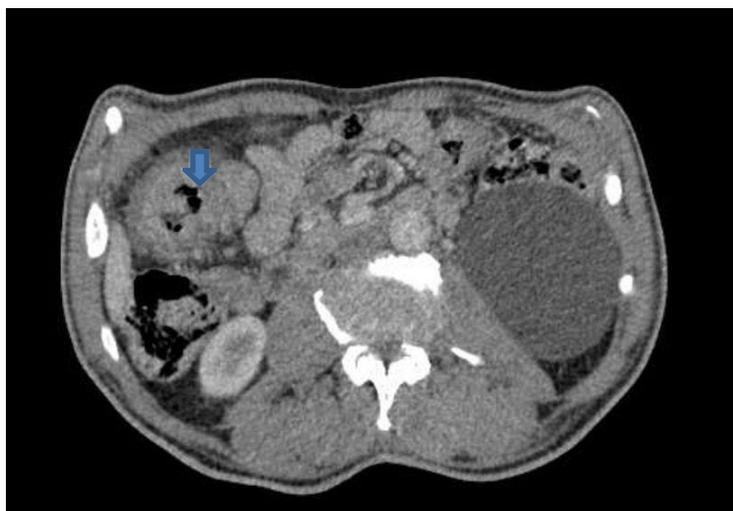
coupe TDM objectivant l'épaississement colique.
